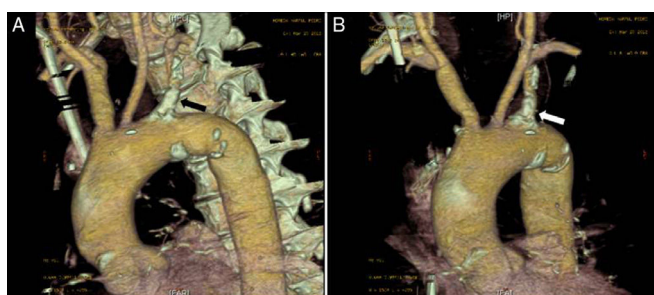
A y B) Angio-TC (reconstrucción 3D): placa de ateroma calcificada en el origen de la arteria subclavia izquierda (flechas).
